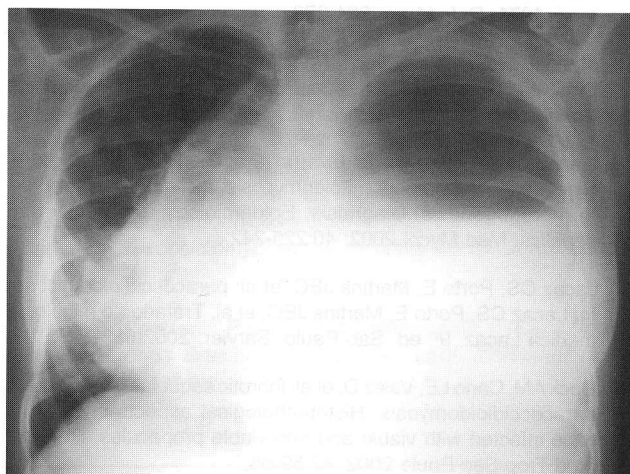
Radiografía inicial en la que se ve nivel hidroaéreo con desplazamiento contralateral del cardiomediatino.
